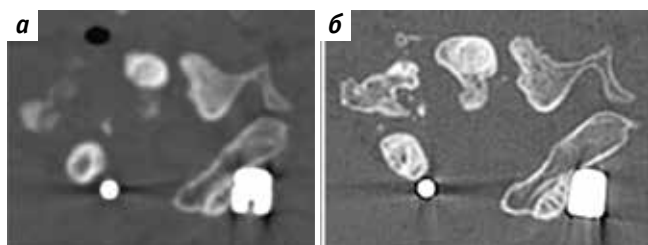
Компьютерная томография шейного отдела позвоночника: а – остеобластома позвонка С6, состояние после хирургического вмешательства по поводу рецидива опухоли. Отмечаются остаточные элементы опухоли, которые плохо дифференцируются относительно близлежащих тканей из-за преобладания мягкотканного компонента; б – состояние после 7 введений деносумаба. Литический компонент отсутствует, наблюдается лучшая дифференцировка остаточных элементов опухоли относительно других тканей. Данных, свидетельствующих о продолженном росте опухоли, нет
